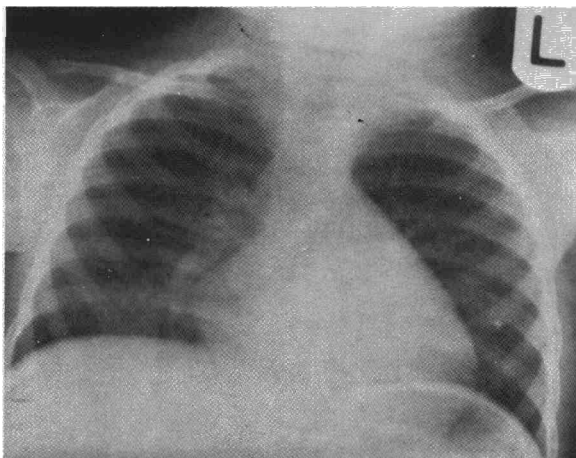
Bronquitis crónica. Radiografía que muestra trama vascular aumentada y opacidades irregulares ampliamente extendidas en ambos campos pulmonares debido a pequeñas áreas de consolidación.
